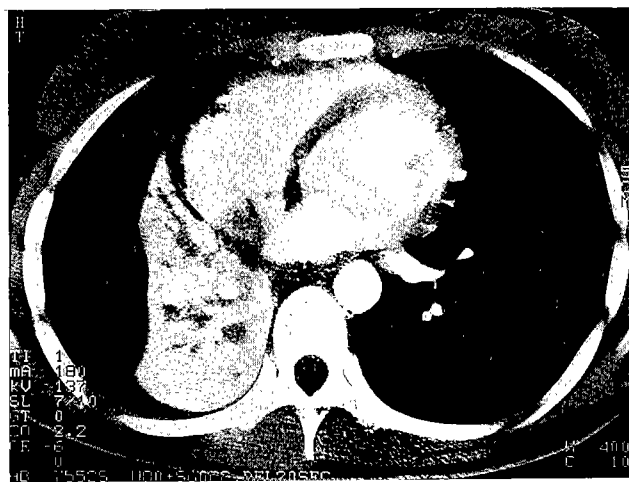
Enhanced chest CT film after first hemoptysis, notes inhomogenous high enhancement suggesting soft tissue lesion intangled with vascular structure on the hilar and paraesophageal area.
